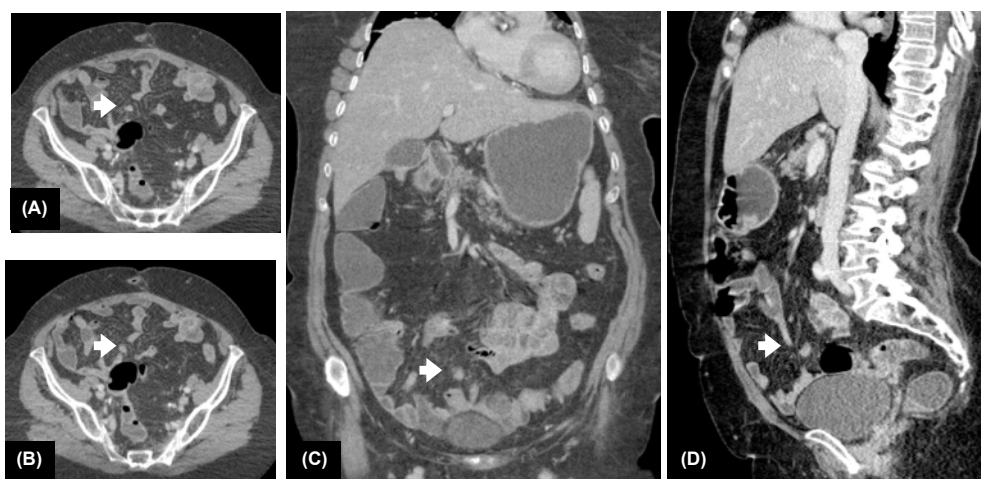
Estudio de Enterografía por TC en paciente con recidiva de neoplasia de ovario, asas de intestino delgado distendidas, se visualizan pequeños implantes mesentéricos, uno de ellos en mesenterio de íleon proximal (flecha blanca). Reconstrucciones multiplanares, (A) y (B) cortes axiales secuenciales, (C) corte coronal, (D) corte sagital.
